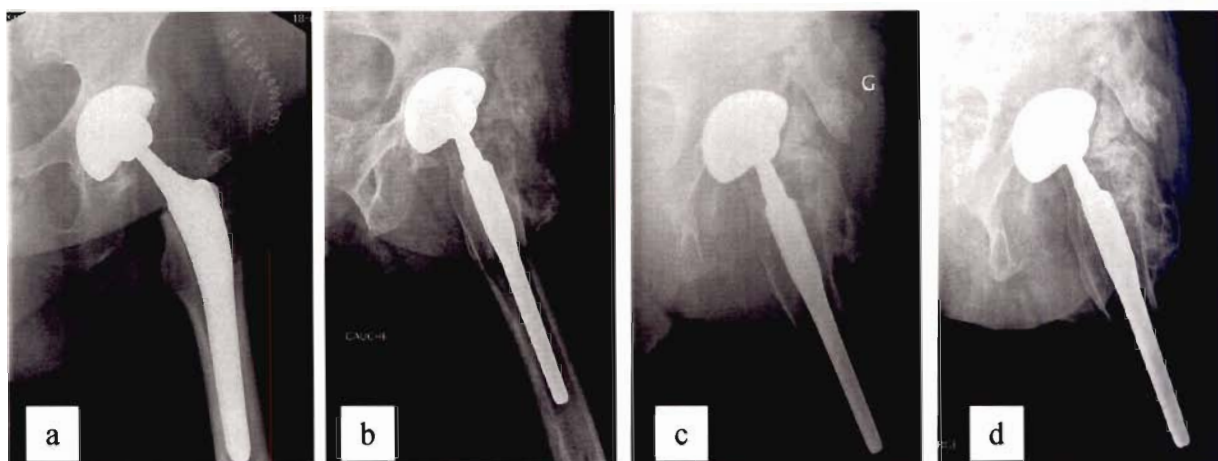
(cas 15) : Radiographies de la hanche gauche de face en post-opératoire immédiat (a), puis de profil à 7 semaines (b), 16 mois (c) et 19 mois (d) de l'intervention.
